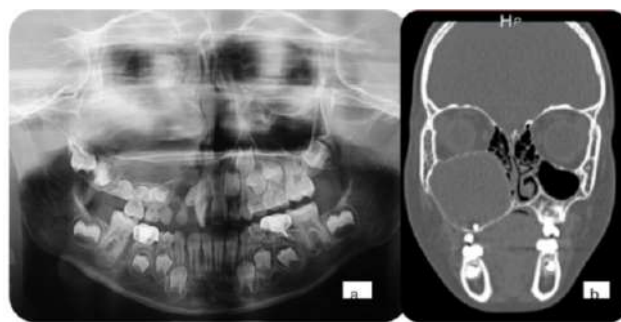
a) Radiografía panorámica y b) TC donde se observa una lesión radiolúcida involucrando seno maxilar.
